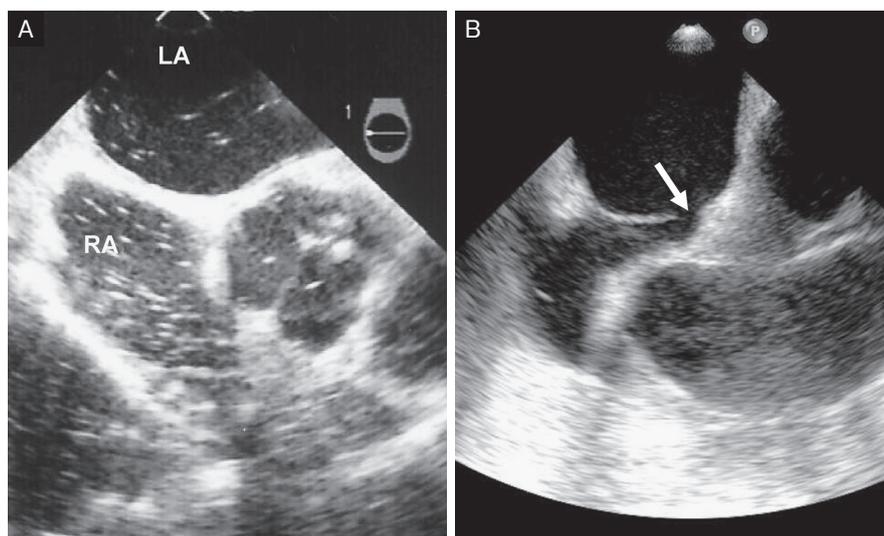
経食道心エコー図検査による卵円孔開存の診断
